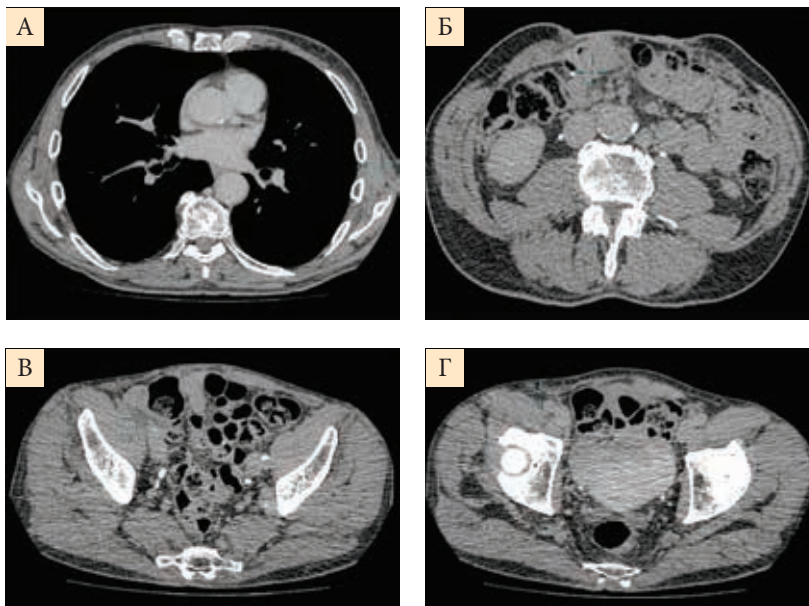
КТ органов грудной клетки (А), брюшной полости (Б) и таза (В, Г) с внутривенным контрастированием (март 2020 г.): метастатическое поражение не определяется
